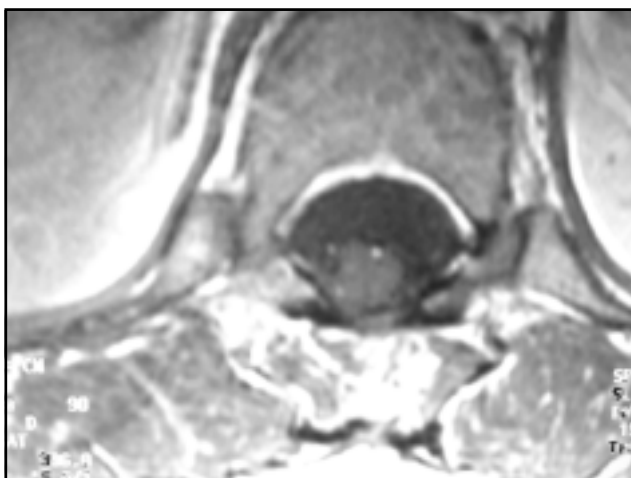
Control Postoperatorio, Junio de 2007. (IRM cortes axiales)
